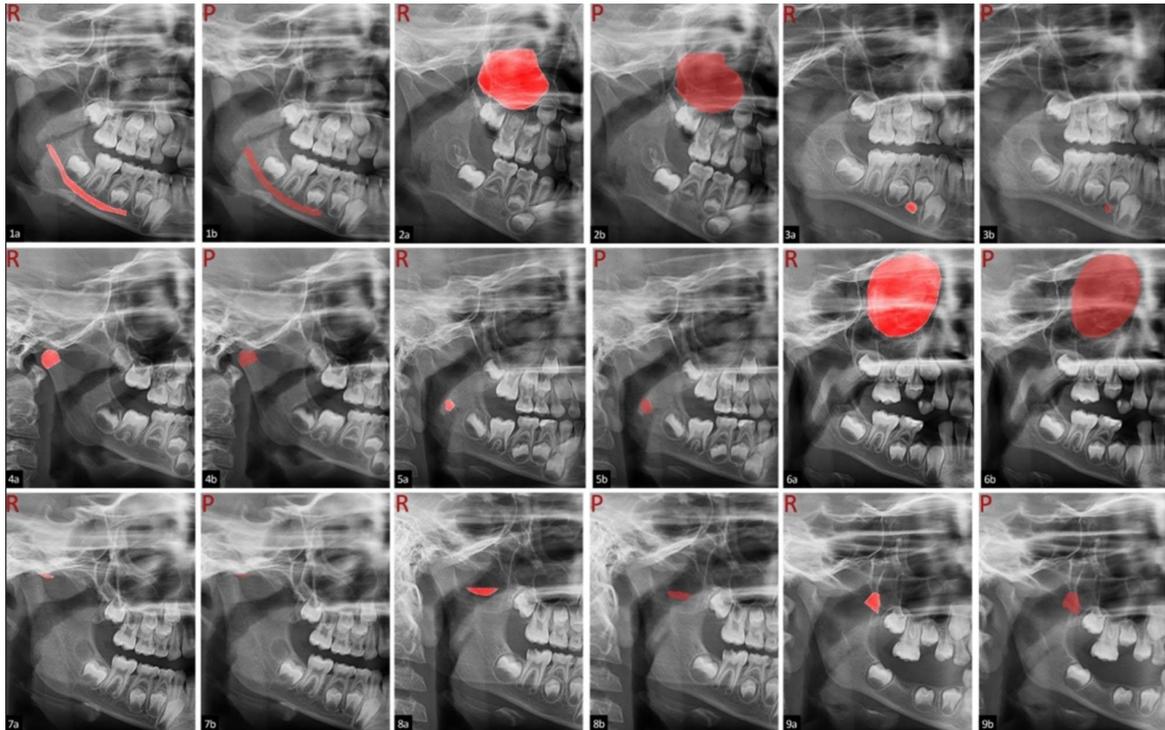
Images positives réelles et prédictives des repères anatomiques de radiographies panoramiques pédiatriques (Bag I, 2023)
